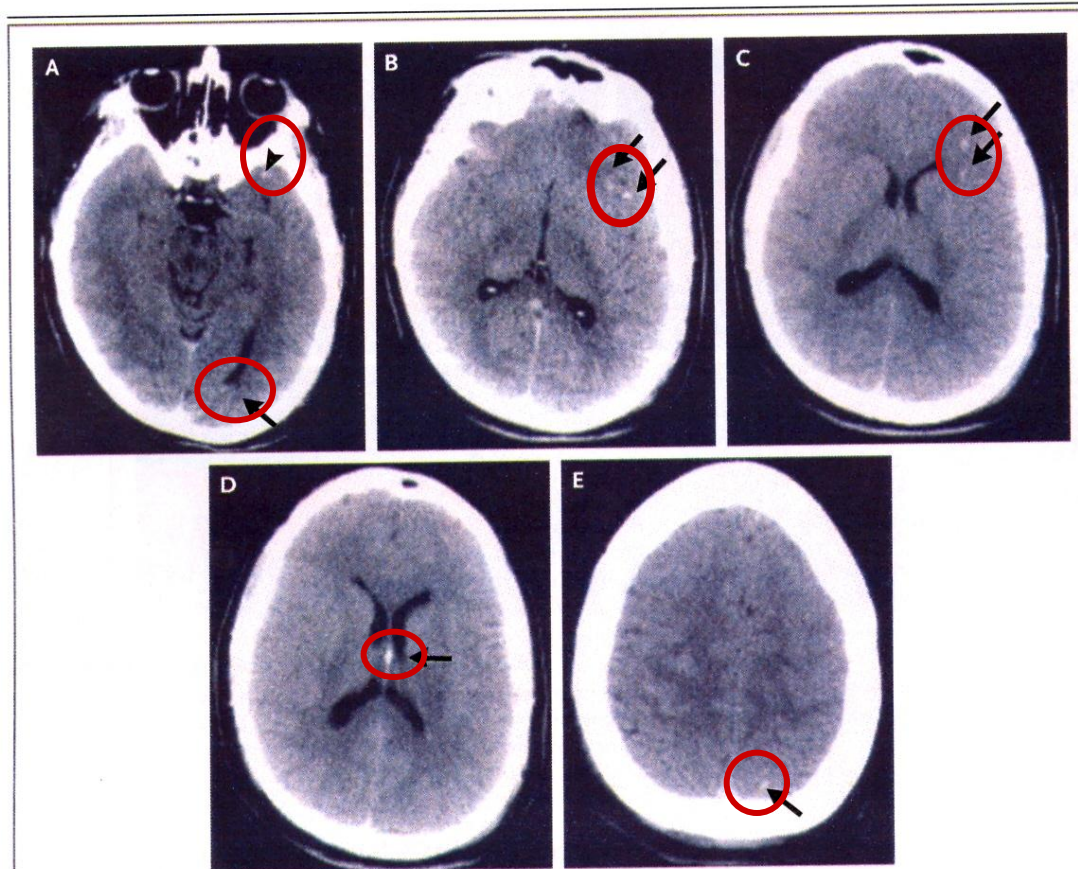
Images from CT of the Head Performed without the Administration of Contrast Material.
